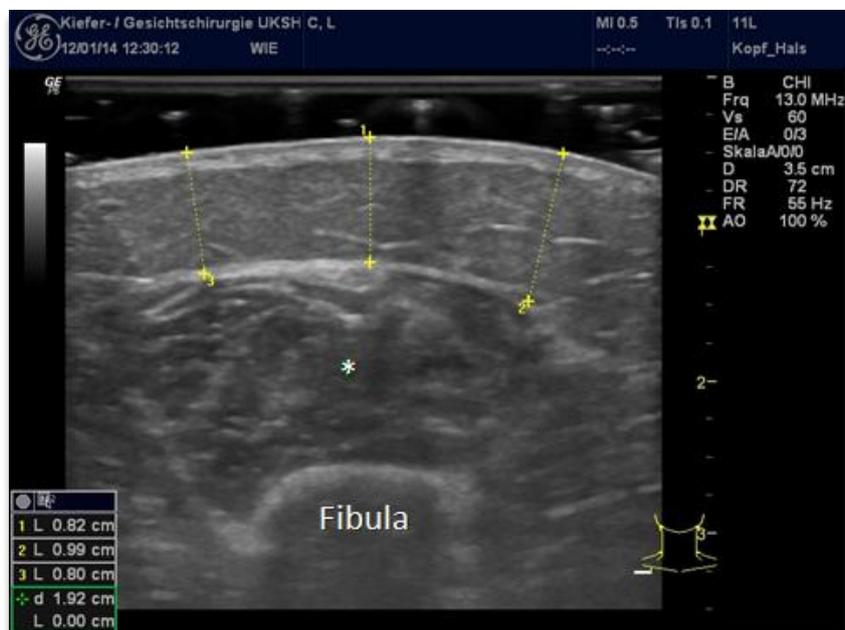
Sonographiebild Fibulatransplantat rechts mit eingetragenen Messpunkten. Das Areal 1 der Fibularegion des rechten Unterschenkels ist mit den drei Messpunkten der Haut- und Fettschichtdicke dargestellt. Der Stern markiert die M. fibulares longi et breves.
